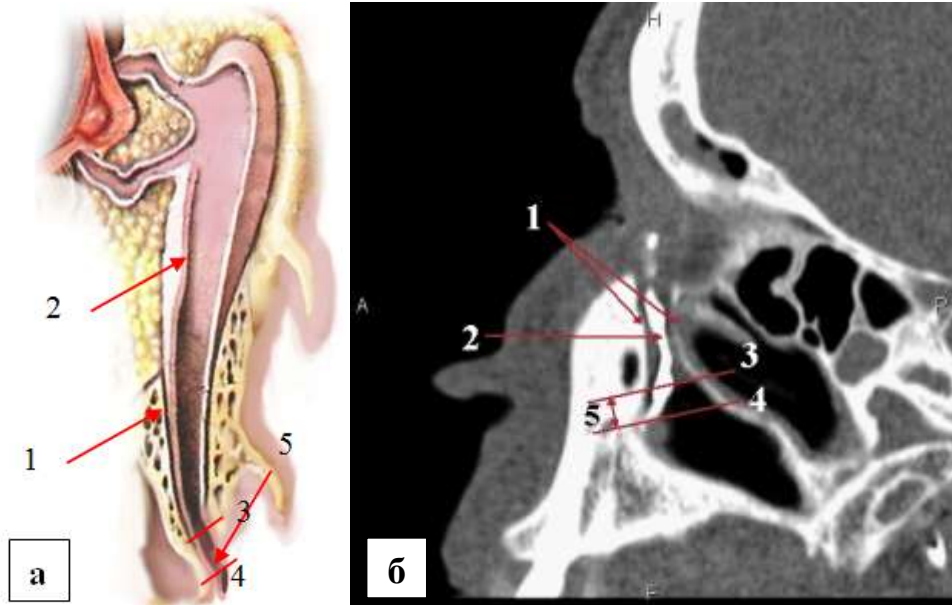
МСКТ-изображение СОП в косой реконструкции у пациентов с третьим вариантом строения устья НСП.
